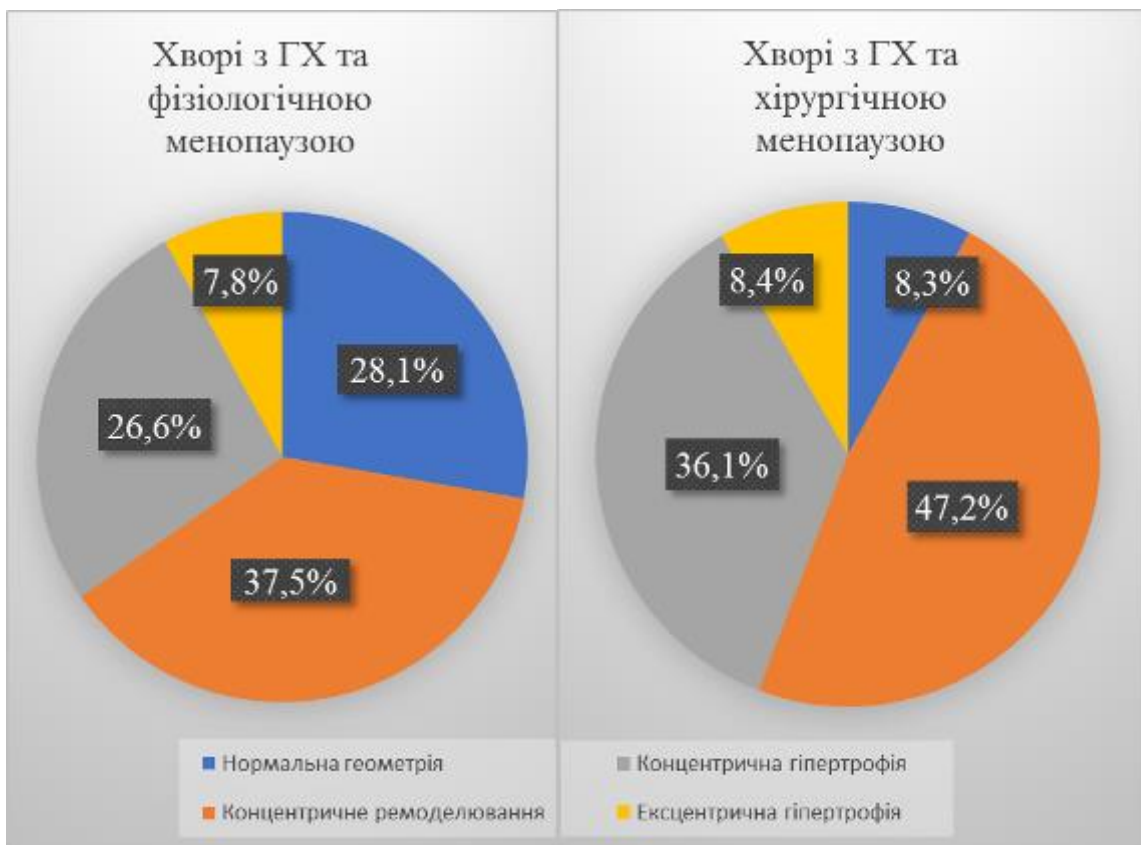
Розподіл типів геометрії лівого шлуночка у пацієток з гіпертонічною хворобою в залежності від типу менопаузи
